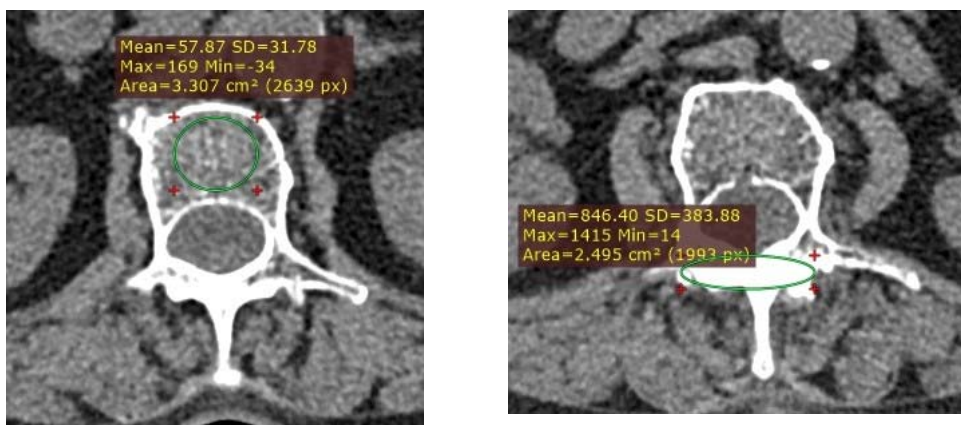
Tomografia computerizată a apreciat o densitate foarte joasă a țesutului osos al vertebrelor lombare (57 HU la nivelul L1), cu păstrarea unei densități osoase înalte în regiunea pars interarticularis
